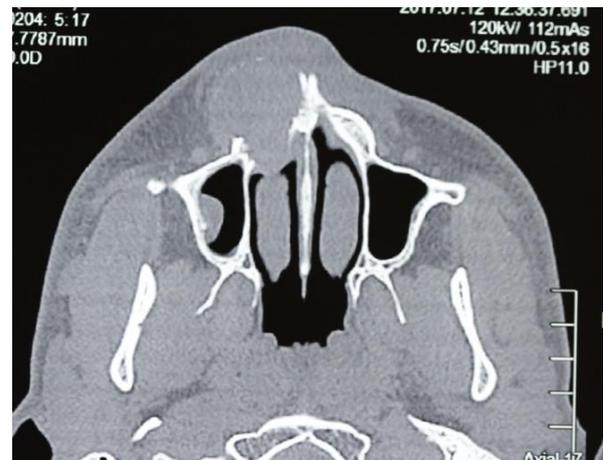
Tomografia computadorizada em corte axial – lesão unilocular expansiva com presença de reabsorção de cortical vestibular com rompimento da barreira periosteal. Nota-se comunicação com a fossa nasal.
